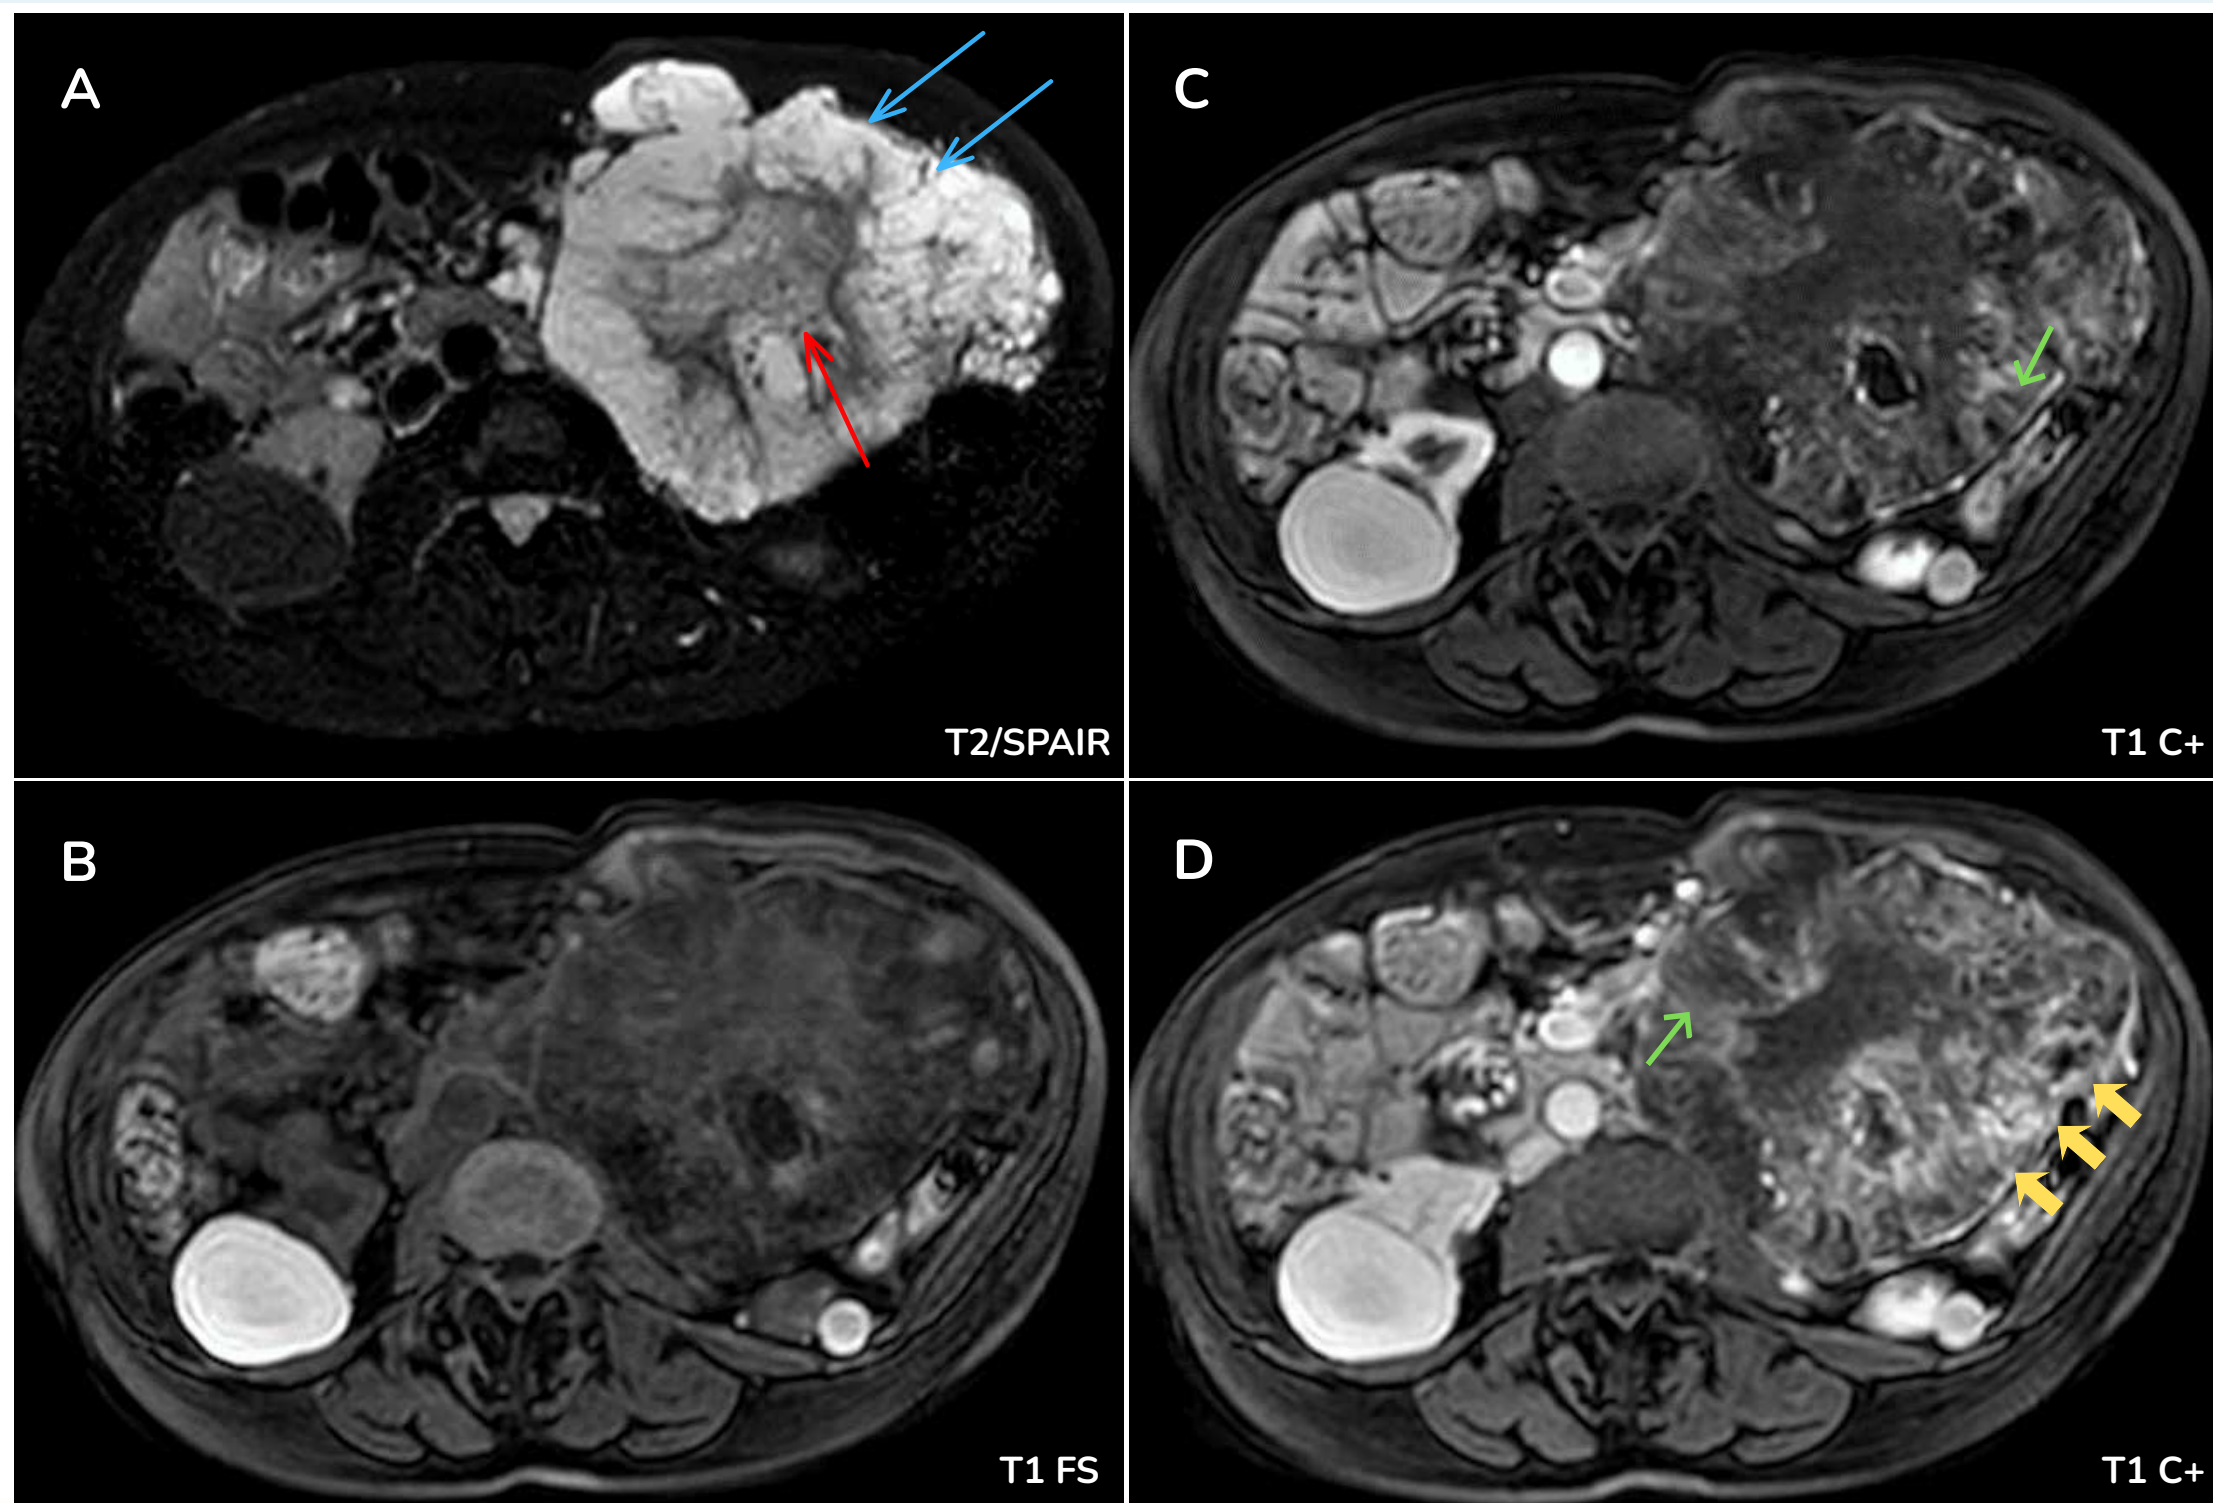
Mujer de 61 con enfermedad de VHL con cistoadenoma seroso en cola pancreática. Imágenes de RM hepática con contraste.
